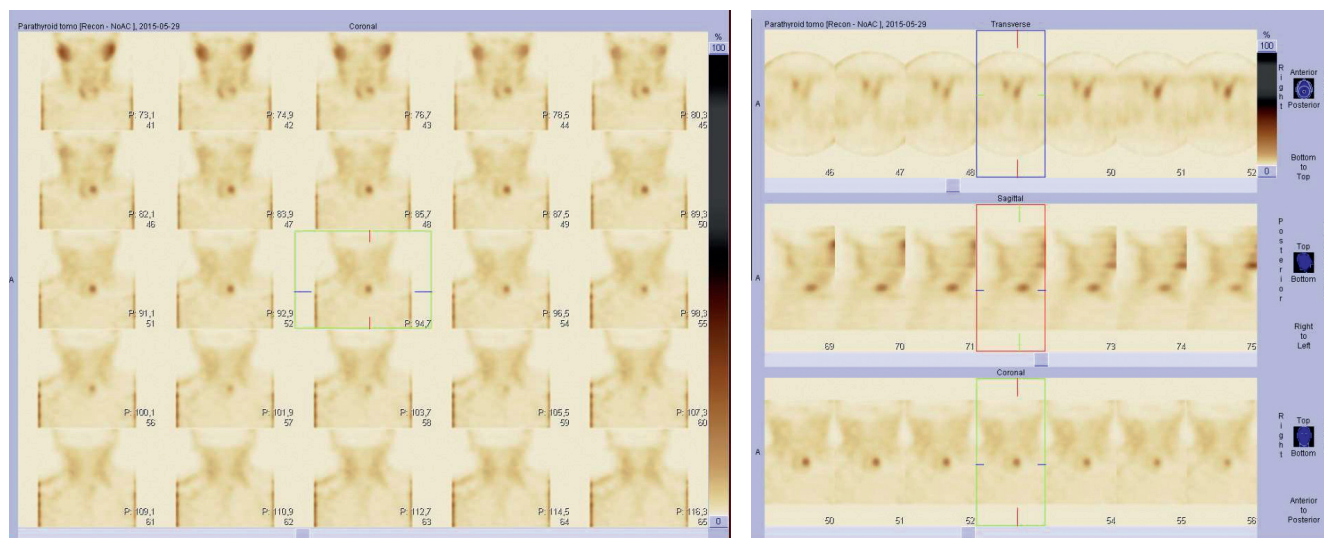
Parathyroid SPECT scan. A focus of increased ^{99m}Tc -sestamibi accumulation in the lower left parathyroid gland
